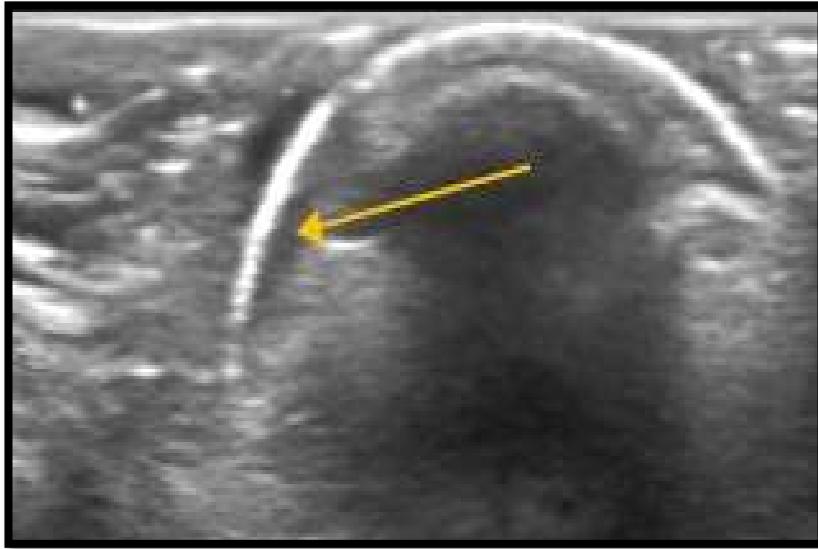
Caso 89. Ecografía, corte axial de cortical de fémur con sonda de 15mhz.
